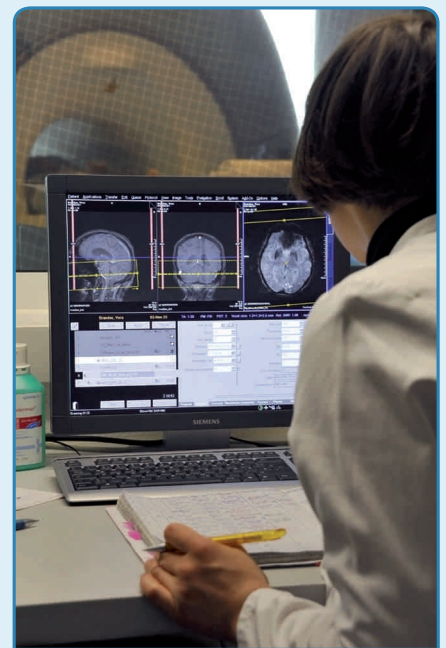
Schlaganfall-MRT direkt neben der Stroke Unit
